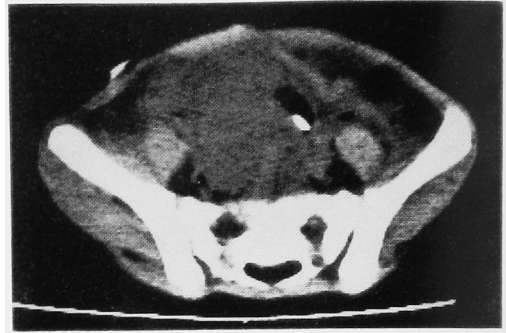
Computed tomogram before modified T6 protocol.
